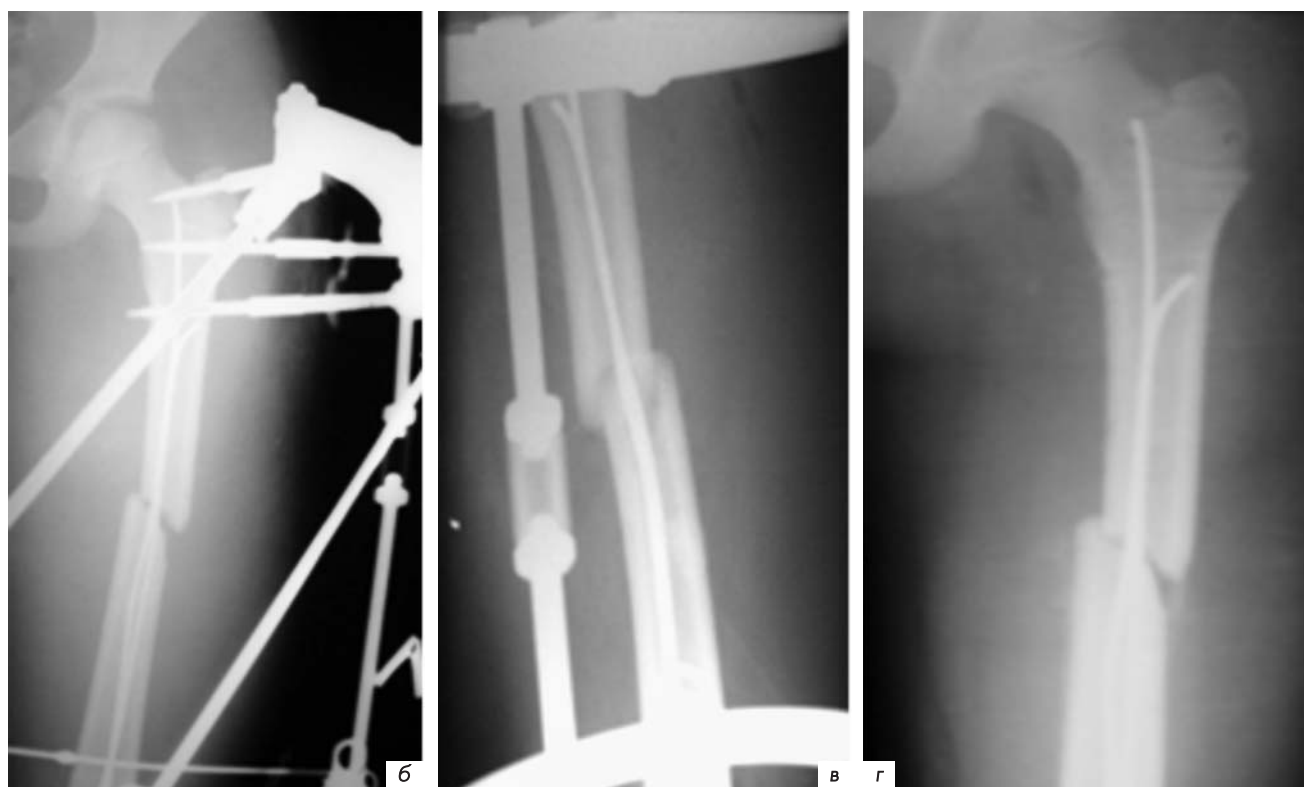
Рентгенограммы бедра пациентки К., 7 лет: б, в – в день остеосинтеза; г – через 21 день после операции.
